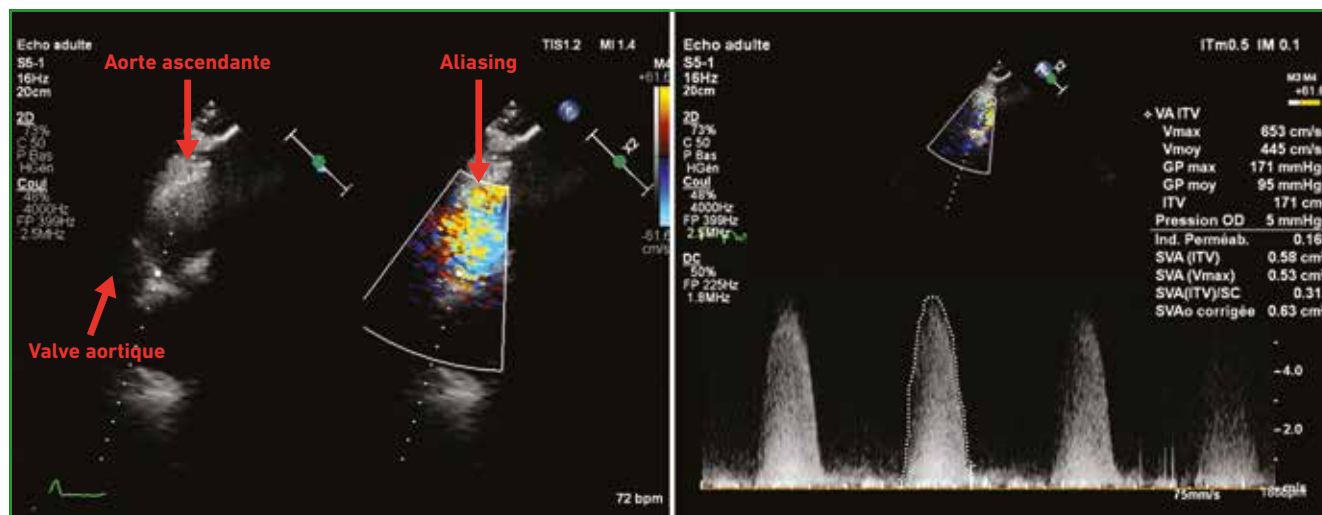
Enregistrement du flux Doppler continu d'une sténose aortique à haut gradient par voie parasternale droite à l'aide d'une sonde 2D classique permettant de visualiser l'*aliasing* dans l'aorte ascendante pour avoir un alignement optimal.
